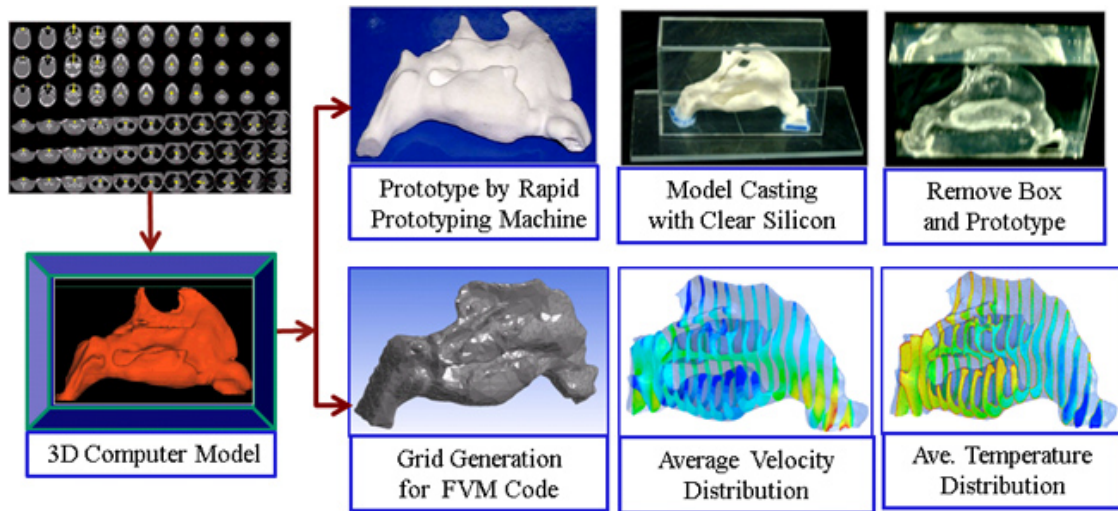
Procedures of creating the cavity model from CT data; Physical (up) and Numerical (Down)
